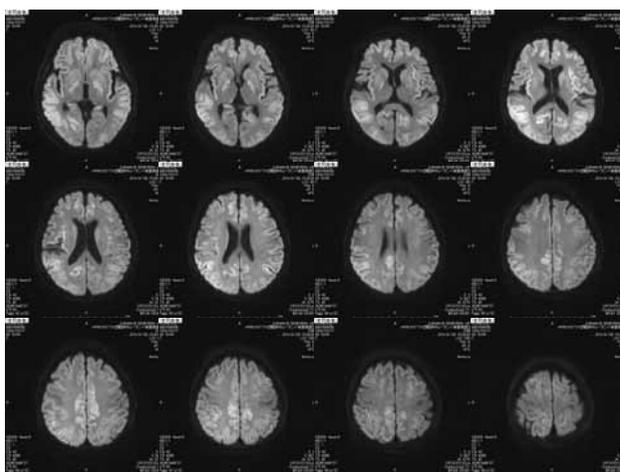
B 症例10の入院11日目頭部MRI -DWI(3.0T).
